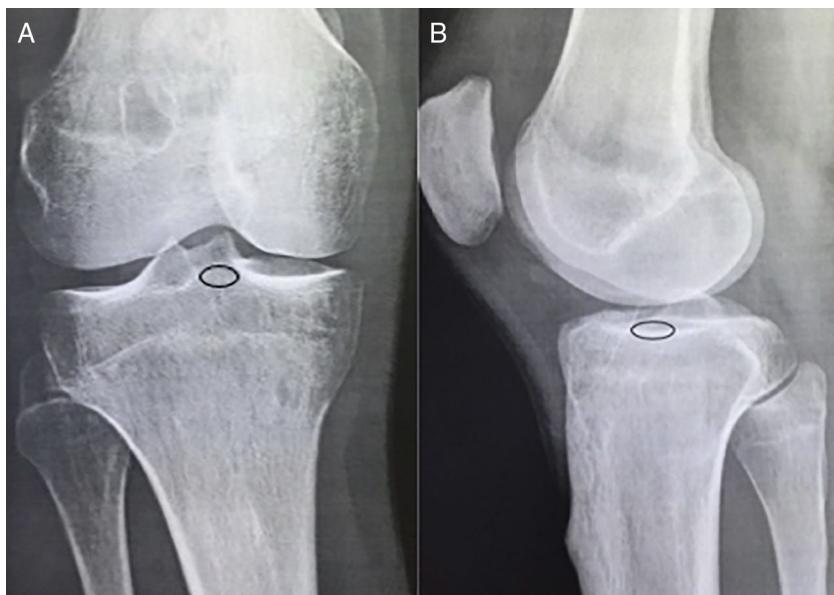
Evaluación de la expansión de la emergencia tibial: A - Radiografía en proyección antero-posterior; B - Proyección lateral. AP: radiografía anteroposterior; Lat.: radiografía lateral; TT: técnica transtibial.
